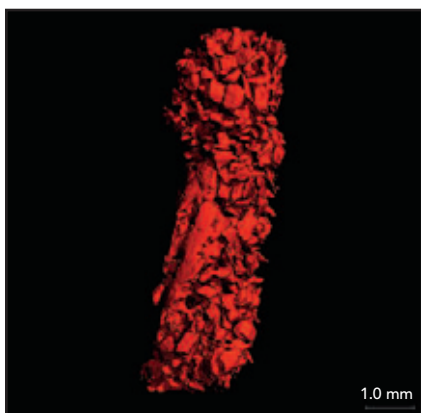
und 6b Mikro-CT-Darstellung des Biopsats von Patient 310 (Gruppe A).
